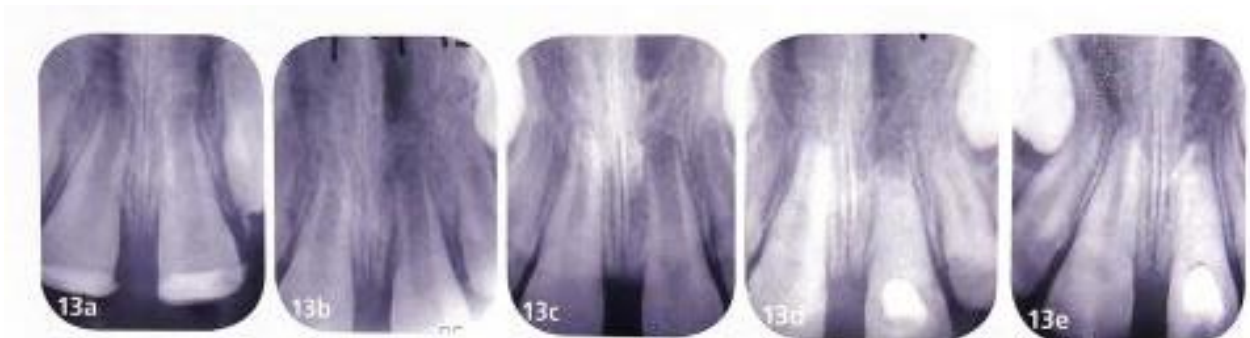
Suivi radiographique de la réimplantation d'une 21 immature avec apexification à l'hydroxyde de calcium (11)
